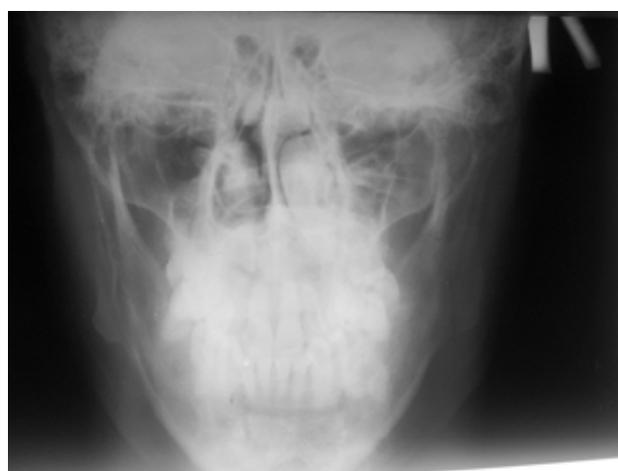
Больной М., 37лет. На рентгенограмме нижней челюсти в прямой и боковой проекциях костно-травматических изменений нижней челюсти не выявлено.
